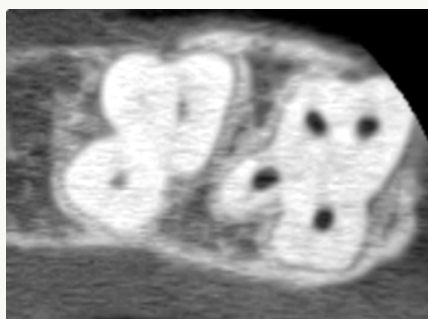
Corte axial de la tomografía.
